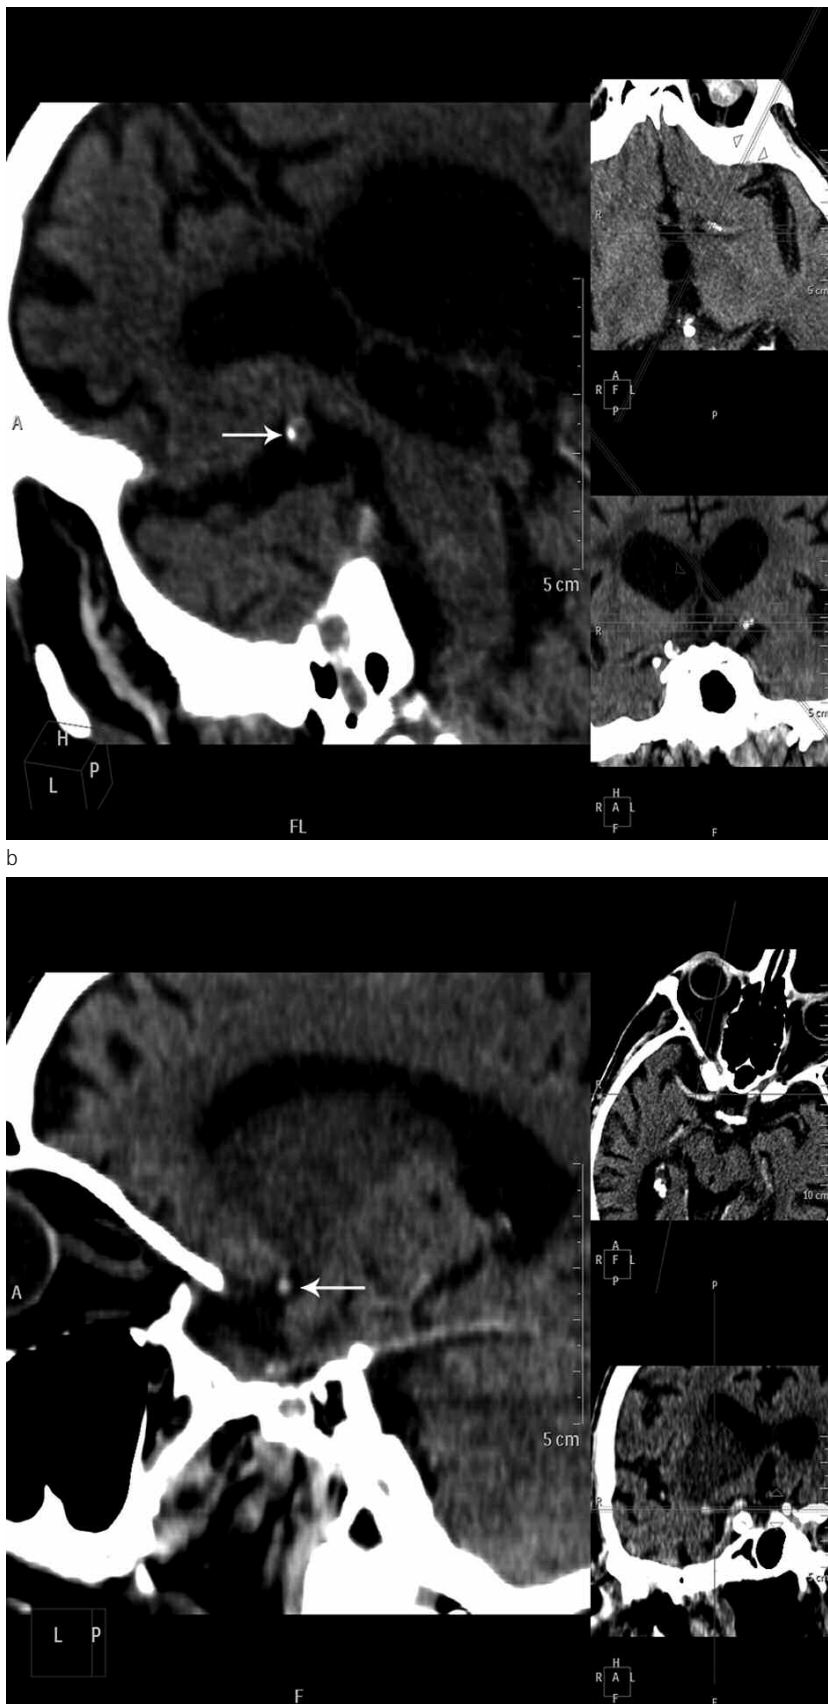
Diagnóstico diferencial: placas ateromatosas. (a) Paciente de 70 años que presenta hiperdensidad en proyección de la ACM izquierda en la TC. La evaluación del vaso en el plano ortogonal, logrado a través de la reconstrucción multiplanar, permite visualizar la hiperdensidad excéntrica a la luz (flecha), lo cual es característico de las placas de ateroma calcificadas. (b) Otro paciente de 75 años que presenta una hiperdensidad en la ACM derecha en la TC. En el plano ortogonal, la hiperdensidad compromete la totalidad de la luz vascular (flecha), lo cual es sugestivo de un trombo vascular. Este diagnóstico diferencial no puede realizarse sólo por la densitometría, ya que existen placas ateromatosas fibrosas que suelen medir menos de 100 UH y trombos vasculares que miden más de 100 UH, lo que indica una superposición en la atenuación y la imposibilidad de determinar un punto de corte.
